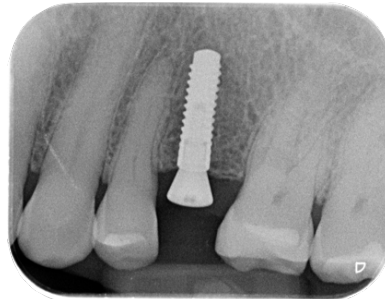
Radiografía dentoalveolar del posoperatorio inmediato de la cirugía de fase II del implante colocado en zona del diente 25.
